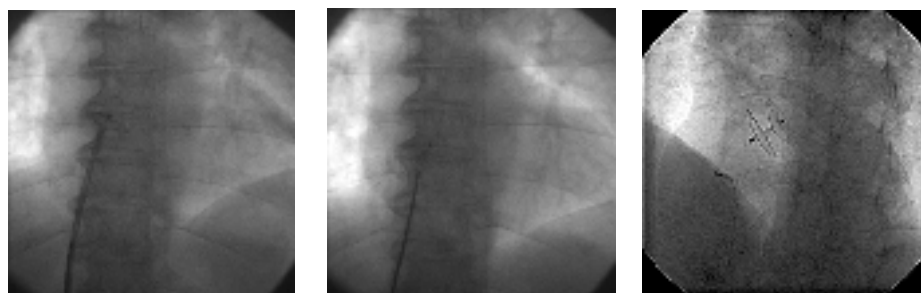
Imágenes radiológicas de cierre de FOP: 1. Liberación disco en AI, 2. Los dos discos liberados, aun sujetos al alambre, 3. Prótesis liberada y controlada por ecografía intracavitaria.
